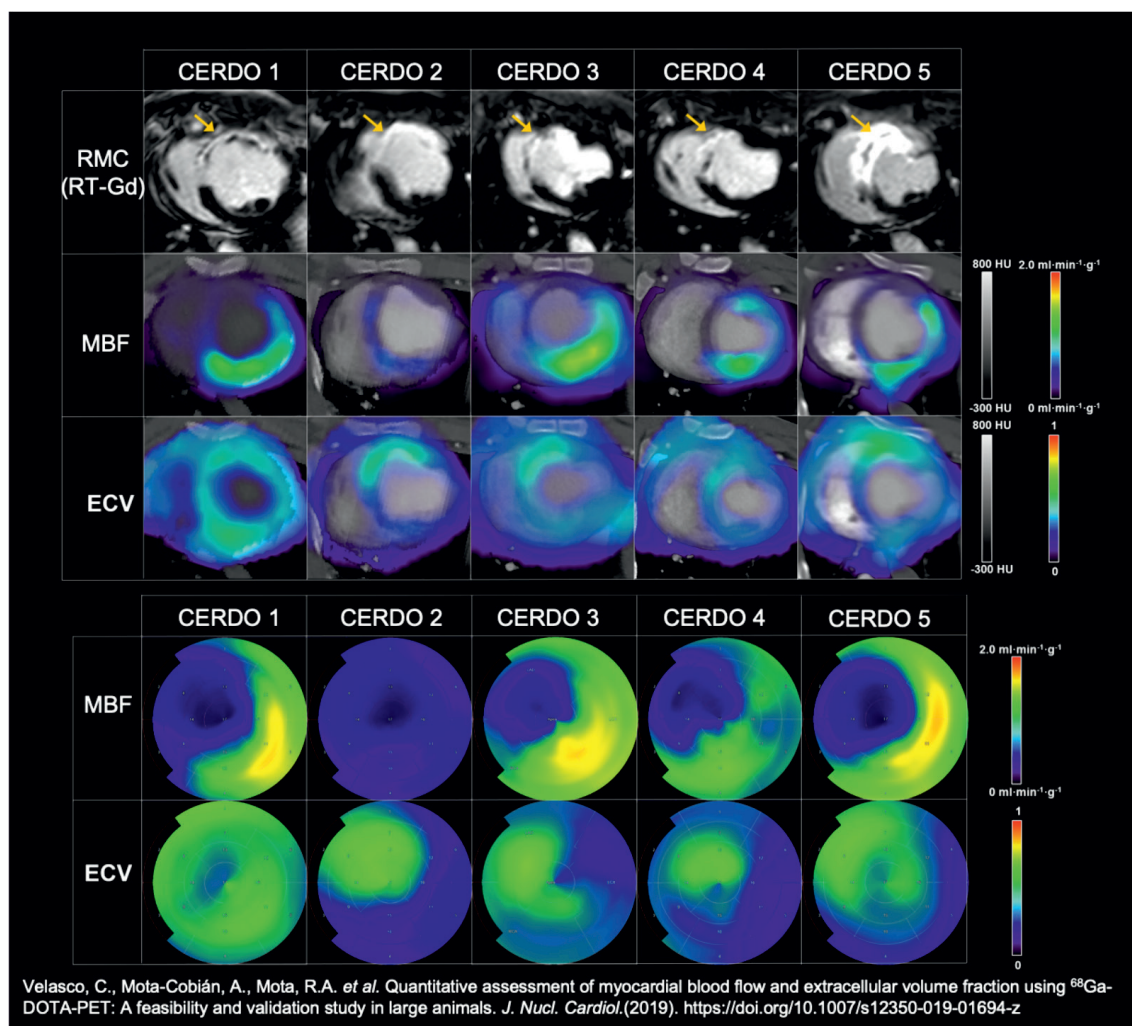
Imágenes obtenidas en cerdos 7 días después de la inducción del infarto de miocardio. Las imágenes por resonancia magnética cardíaca (RMC) con realce tardío de gadolinio (RT-Gd), que demuestran la existencia de una región infartada (región hiperintensa en la imagen). Abajo se muestran los paramétricos de perfusión miocárdica (MBF, ml/min/g) y volumen extracelular (ECV) obtenidos con los estudios ^{68}Ga -DOTA-PET.
